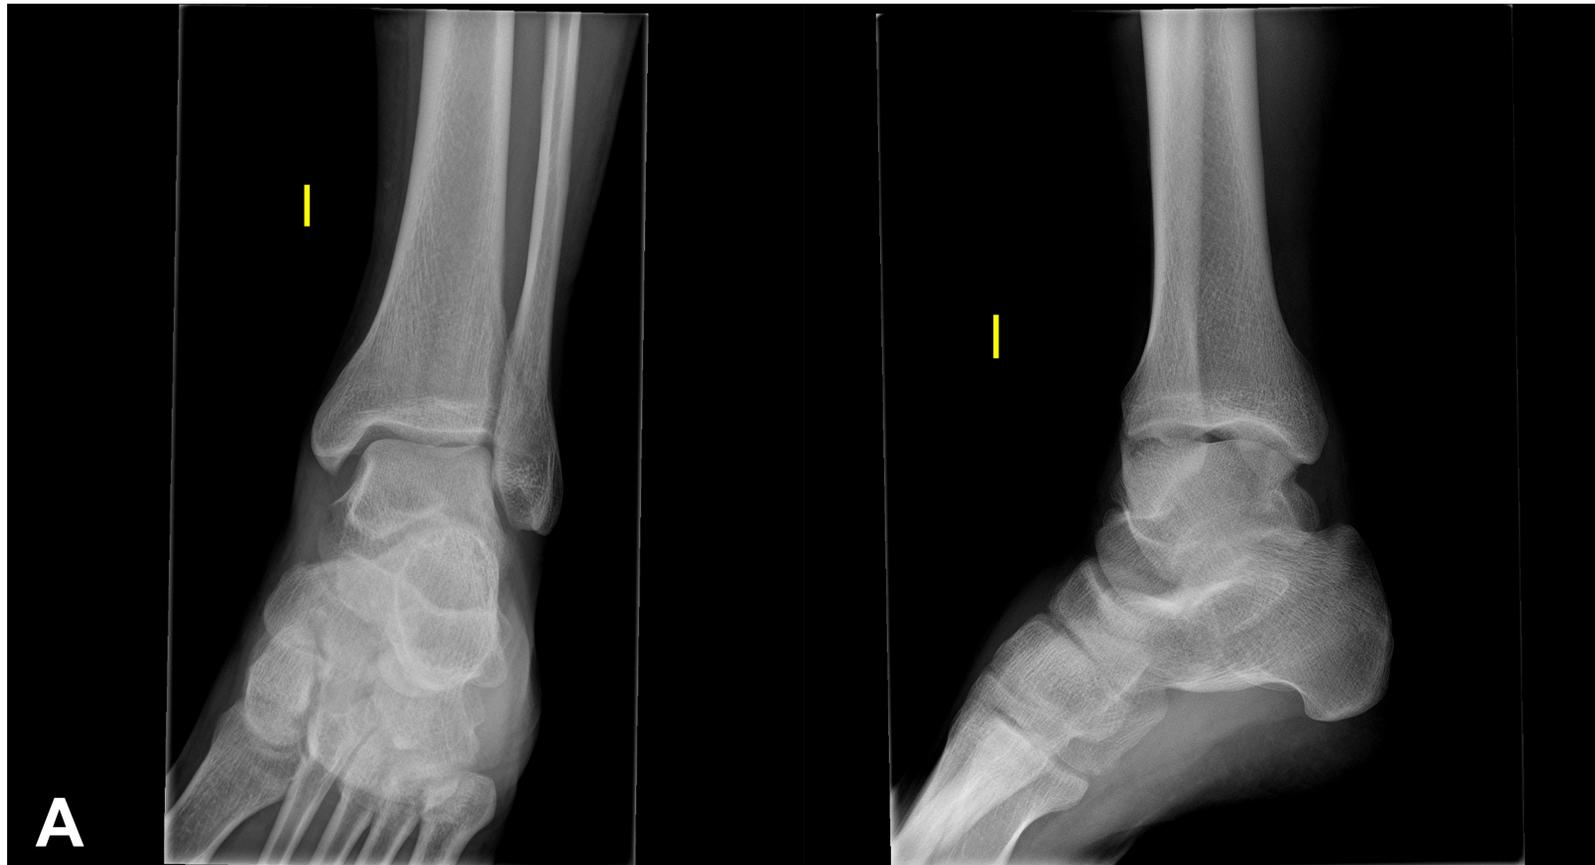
Radiografía AP y lateral de tobillo izquierdo sin alteraciones (A).
